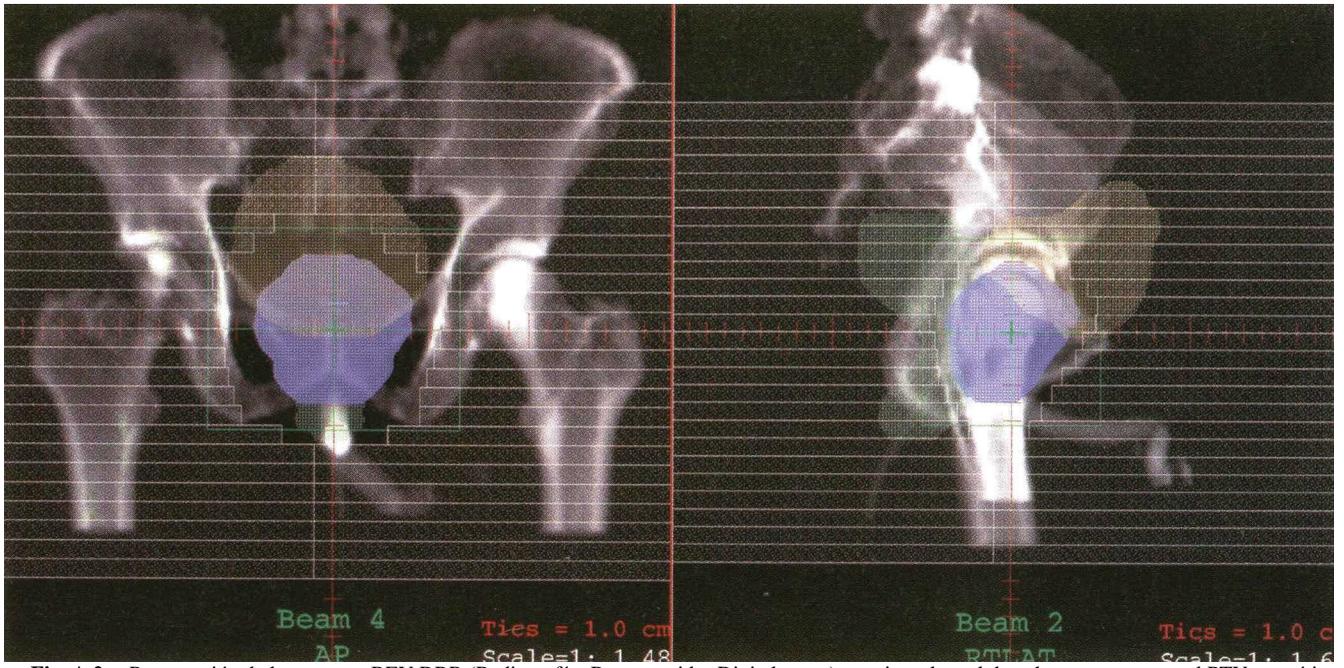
e. Presentación de los campos BEV DRR (Radiografías Reconstruidas Digitalmente) anterior y lateral derecha, que muestran el PTV prostático, el PRV para el recto y la vejiga, la apertura del haz (colimador multiláminas) y la rejilla de guía transversal.
